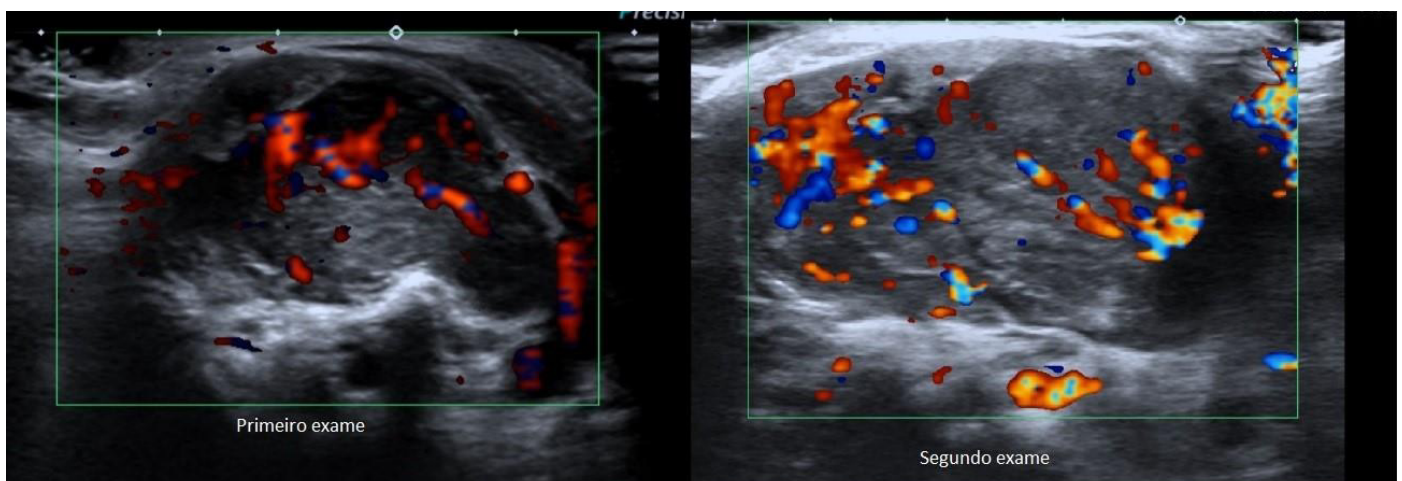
Imagens ecográficas demonstram lesão hipocóica, heterogênea, com contornos lobulados e importante vascularização ao estudo Doppler colorido.
